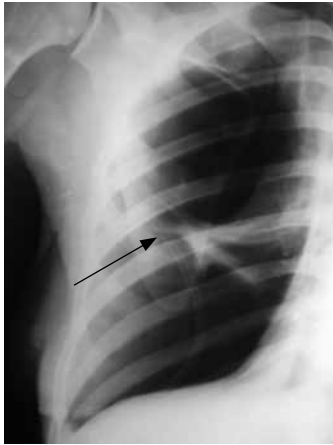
Рентгенограма хворої Я., 51 рік, із неадекватним дренажуванням плевральної порожнини
